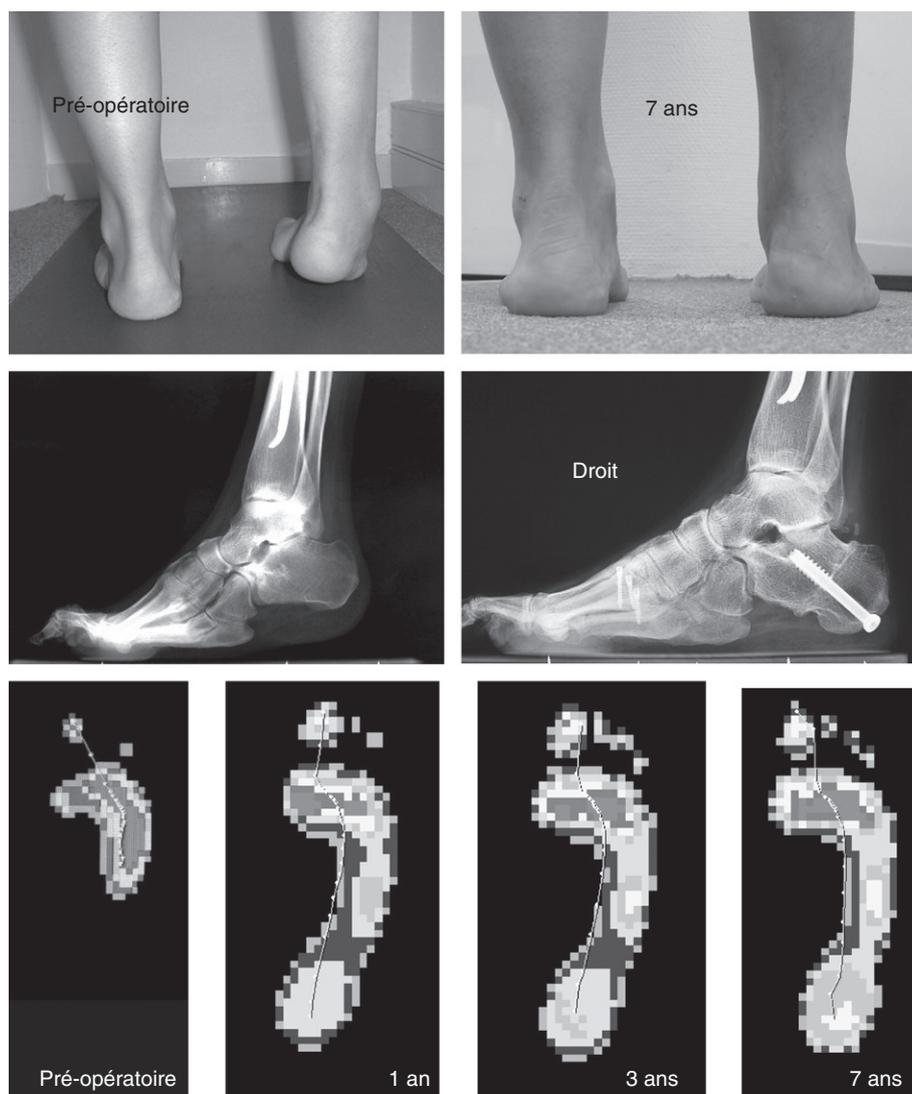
Modifications progressives du pied, de la radiographie de profil et de l'empreinte dynamique (plateforme Emed-SF™, Novel) après libération postéromédiale, ostéotomies de translation latérale du calcaneus et de relèvement basal BRT des trois métatarsiens médiaux et transfert de l'hémi-tibial antérieur sur le court fibulaire pour séquelle de syndrome des loges.
